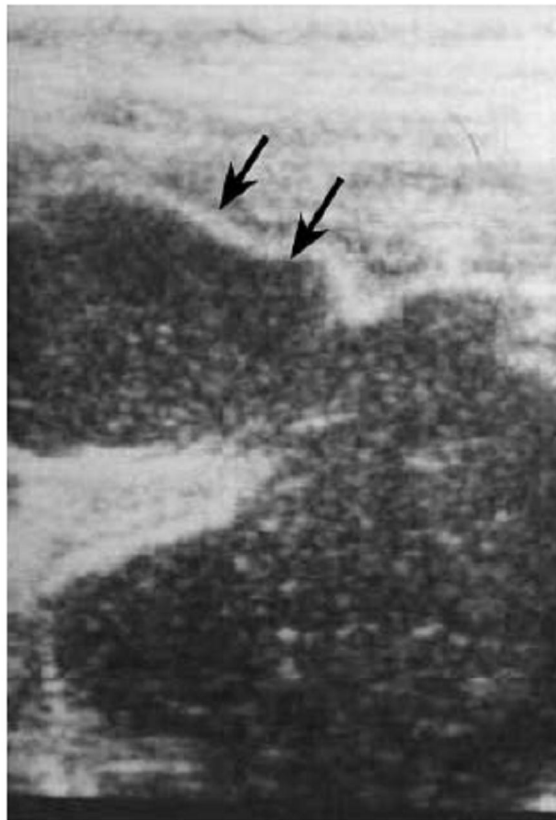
Image échographique d'une Duplication kystique avec ses deux tuniques (flèches) [22].
